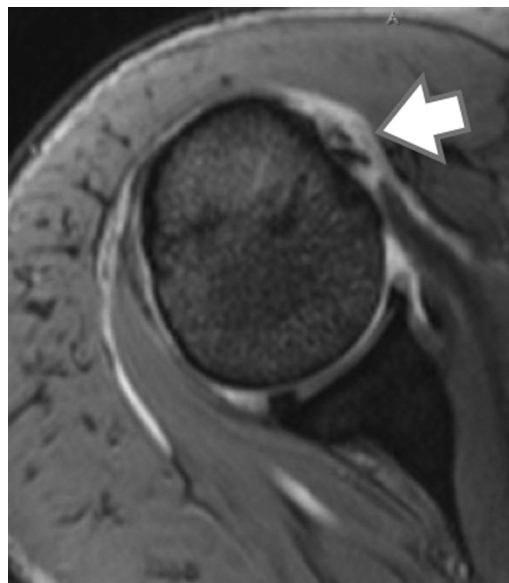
Corte axial de IRM del hombro derecho donde se aprecia a nivel de la correa bicipital 2 señales correspondientes a la duplicidad de la PLB (flecha).
